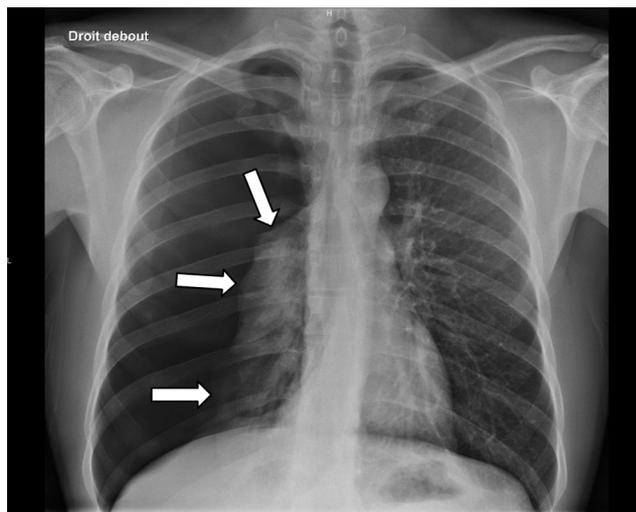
Radiographie thoracique de face : pneumothorax droit de grande abondance. On visualise une hyperclarté périphérique avasculaire avec un poumon droit rétracté au hile avec une ligne bordante (flèches)
